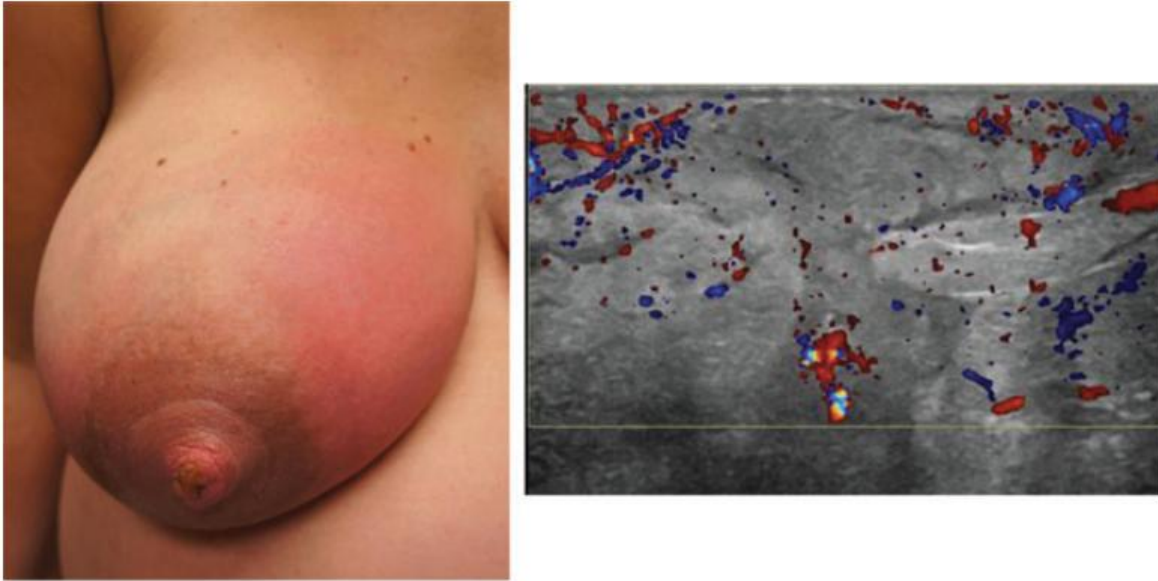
오른쪽 유방 상내측 사분면의 유선염으로, 초음파 검사에서 액체 저류 없는 충혈과 부종이 보임.
